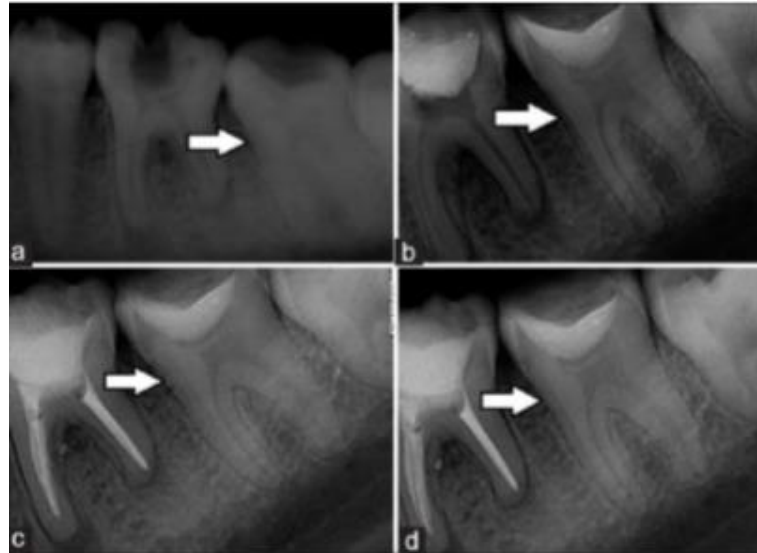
Radiographies rétro-alvéolaire d'une pulpotomie au Ca(OH)₂. a) Radiographie préopératoire : lésion carieuse profonde sur 37 b) Radiographie post-opératoire : Mise en place du Ca(OH)₂ c) Radiographie à 1 mois : Ebauche d'un pont dentaire visible d) Radiographie à 1 an : Pont de dentine bien visible (57)
